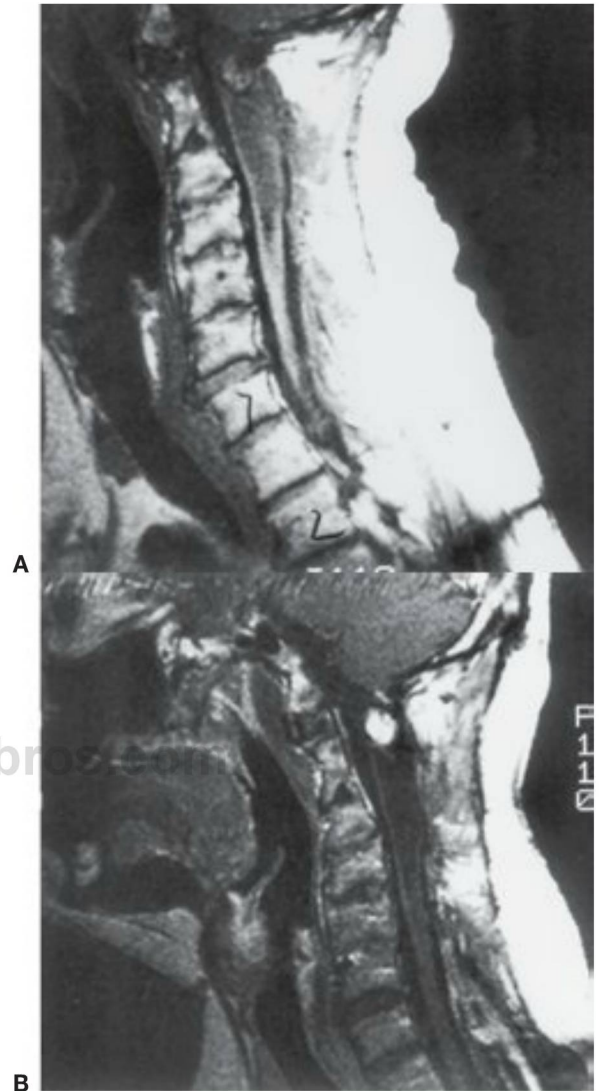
Resonancia magnética sagital que muestra la existencia de una siringe asociada a un tumor de la médula espinal (hemangioblastoma). A, La imagen potenciada en T1 muestra que la cavidad presenta un nódulo en la porción superior de la médula cervical producida por una masa central de baja señal indicativa de un quiste. B, La imagen tras la administración de gadolinio muestra la imagen nodular que capta contraste de forma intensa, signo característico del hemangioblastoma. (Cortesía de Erik Gaensler.)
